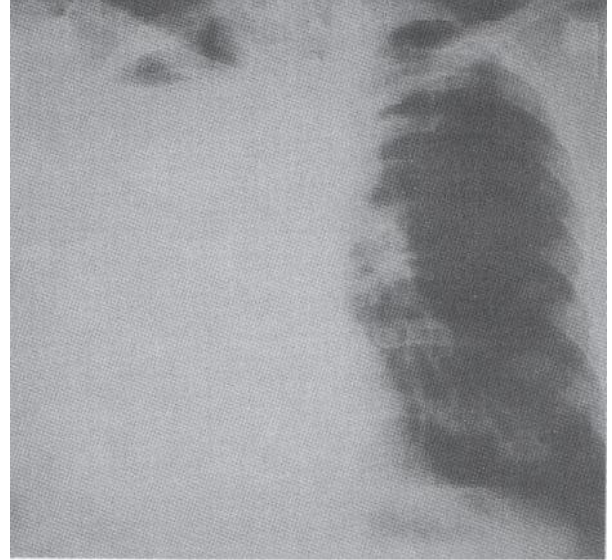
Olgunun preoperatif direkt grafisi
